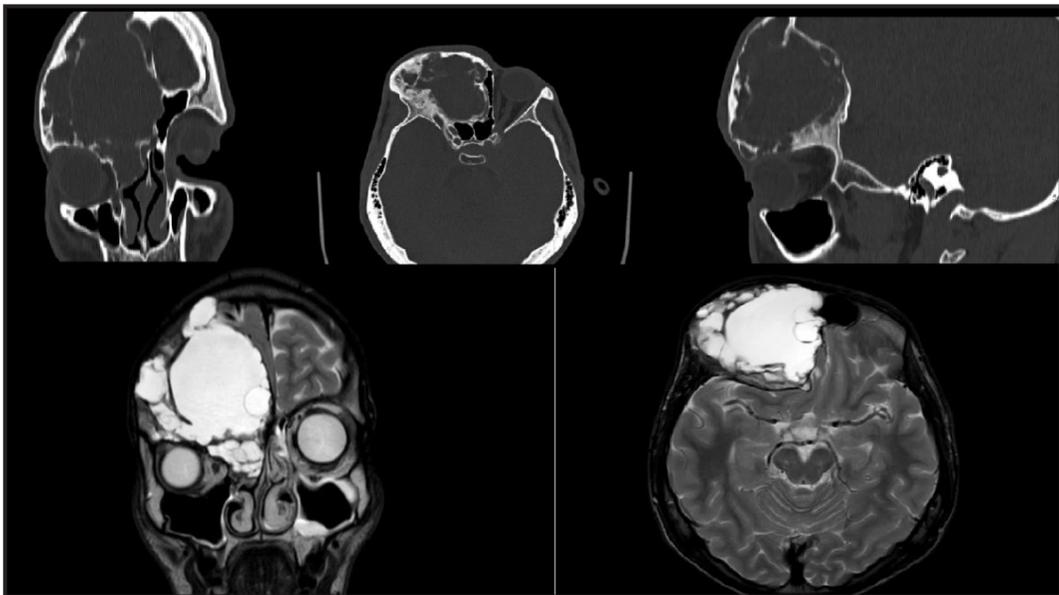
TC de senos paranasales en cortes coronal, axial y sagital donde se visualiza lesión que ocupa seno frontal y etmoidal derecho. Corte coronal y axial de RMN en T2 donde se visualiza la misma lesión.
